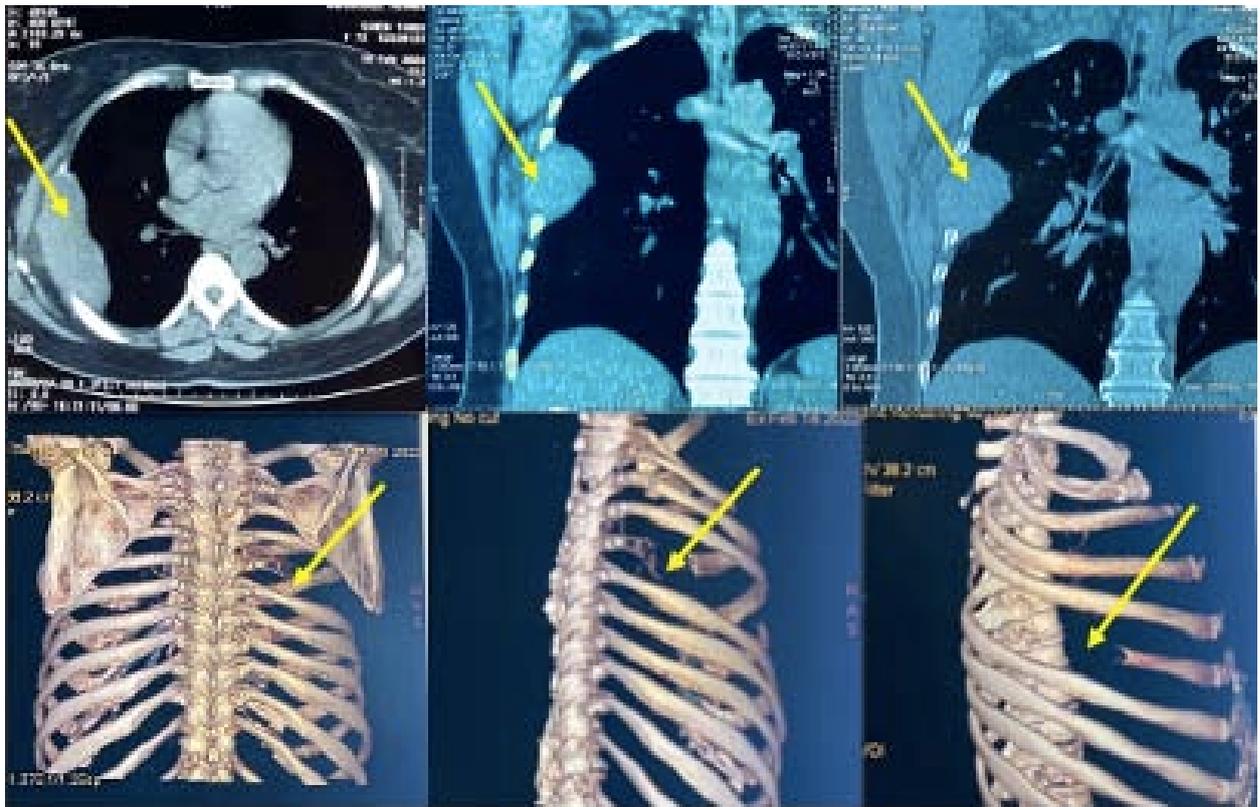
TDM thoracique préopératoire, en coupes transversales, longitudinales et en reconstruction 3D (le 18/02/2022)
